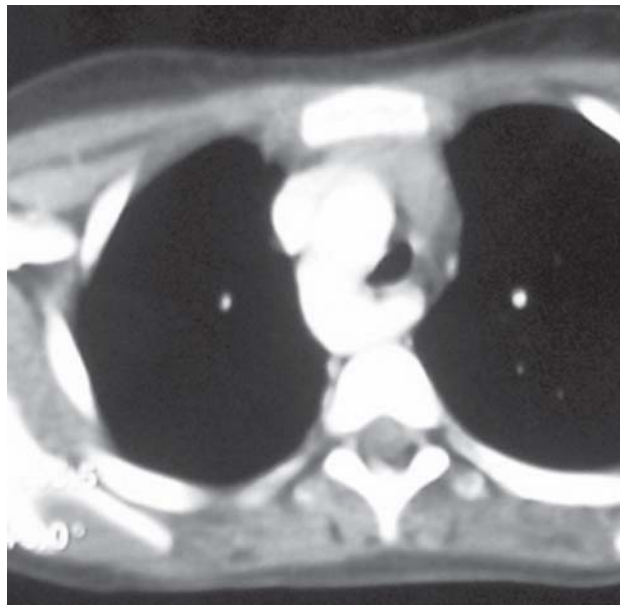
Tomografia de tórax, exibindo divertículo de Kommerell
